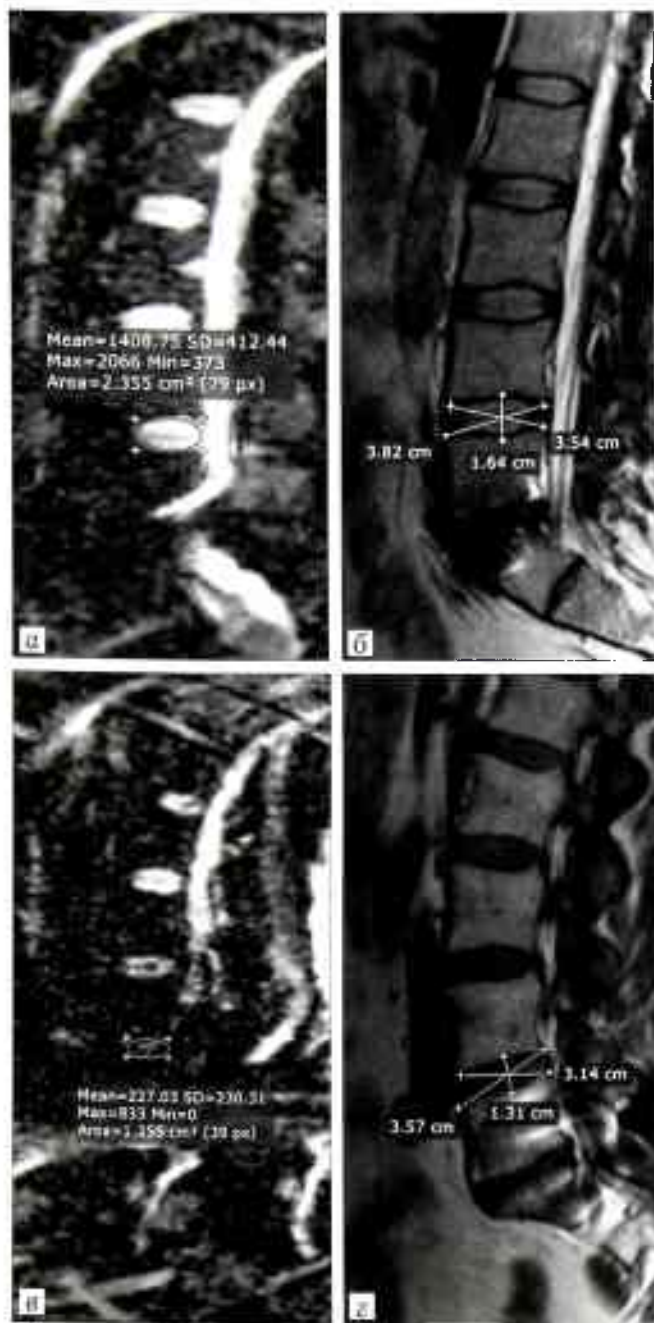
Послеоперационные МР-томограммы пациентов спустя 6 мес после выполнения тотальной артропластики МПД L5-S1 (а, б) и ригидной пояснично-крестцовой стабилизации (в, г).
